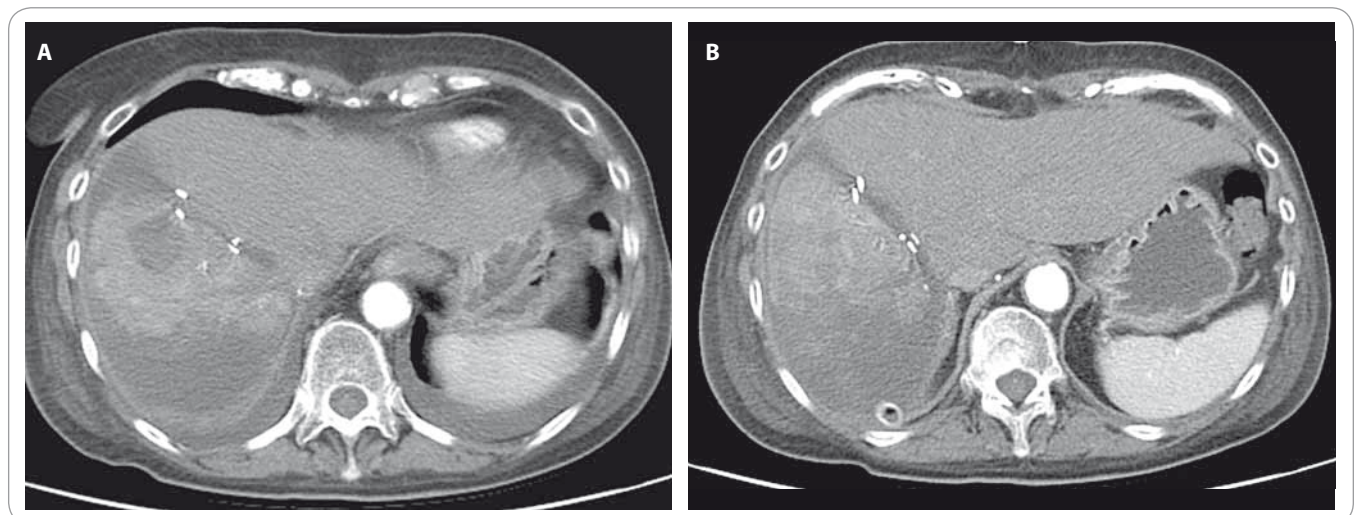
CT image showing the liver four days after ALPPS where further right lobe atrophy and necrosis is seen with no significant contralateral hypertrophy (A) after 14 days where significant left lobe hypertrophy is noticed (B).
